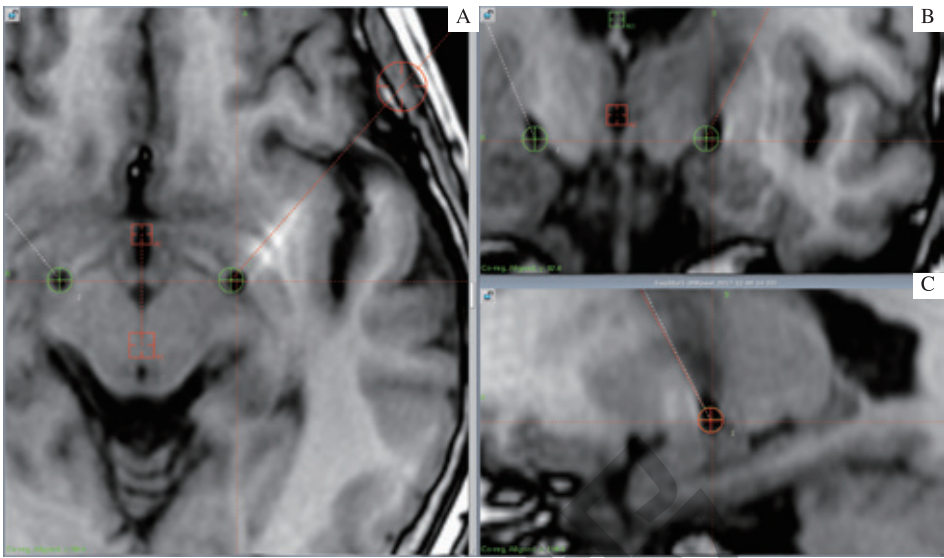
DBS 术后患者 CT 影像与术前 MRI 影像的融合影像
